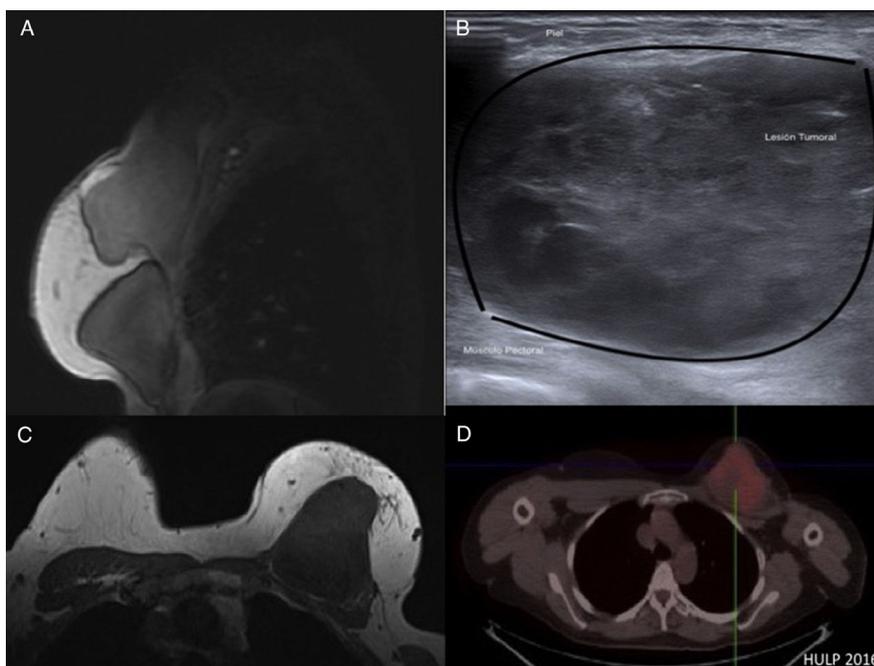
Estudios de imagen en la 4.ª recaída: A y C) Resonancia magnética, B) Ecografía y D) Tomografía por emisión de positrones: nódulo delimitable de 75 mm infraclavicular en cuadrantes externos de mama izquierda sobre colgajo DIEP, infiltra cápsula periprotésica y focalmente músculo pectoral mayor.
